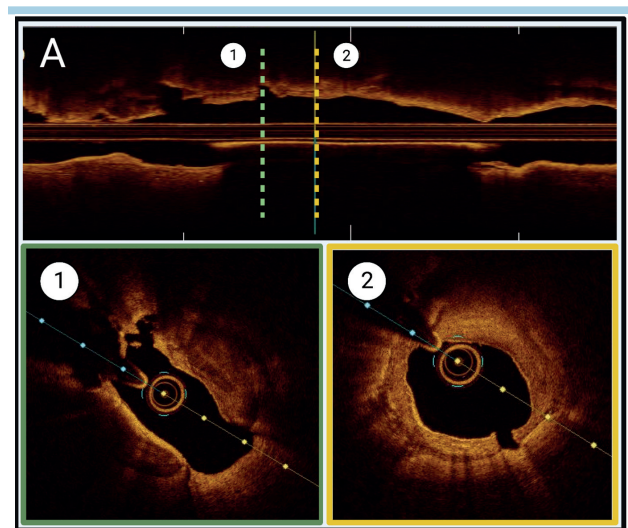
Applicazione della tomografia a coerenza ottica nella diagnosi e nel trattamento delle lesioni severamente calcifiche. NC, non-compliant; OPN, OPN NC super high-pressure balloon; SB, scoring balloon; CB, cutting balloon.
